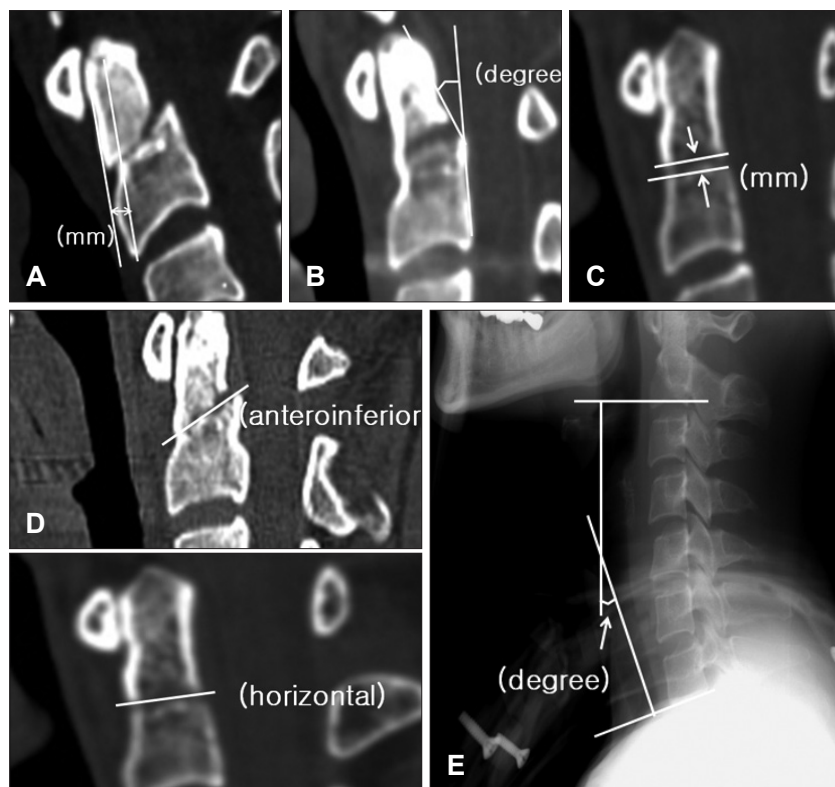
Measurement of radiographic findings. A: A tangent line is drawn along the anterior aspect of the odontoid fragment and the anterior aspect of the C2 body. A transverse line is drawn connecting these two lines. This distance is measured as the displacement of fractured odontoid process. B: A tangent line is drawn along the posterior aspect of the odontoid fragment and the posterior aspect of the C2 body. The angle subtended by these lines is the degree of angulation of fractured odontoid process. C: The gap between fractured odontoid process and dens body was determined as measured distance between inferior border of fractured odontoid process and superior border of fractured C2 body. D: The type of fracture line of odontoid process was determined in the computed tomography lateral reconstruction image. E: Overall lordosis was determined as measured angle between inferior endplate of C2 and inferior endplate of C7 in the lateral view of cervical plain radiograph.
